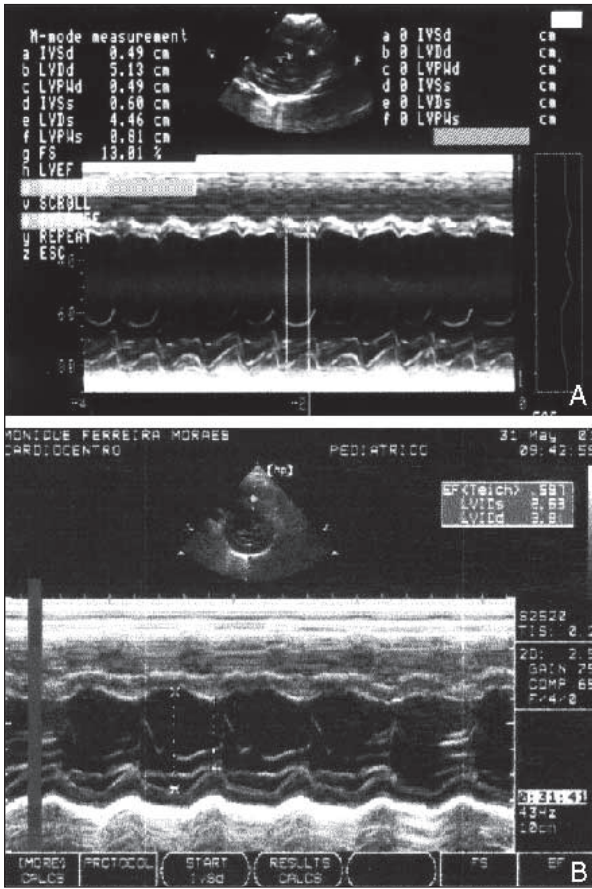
A: ecodopplercardiograma inicial: cardiomiopatia dilatada com importante dilatação do VE e grave disfunção sistólica do mesmo. B: ecodopplercardiograma realizado 40 dias após a ablação da taquicardia: dentro dos limites da normalidade.
